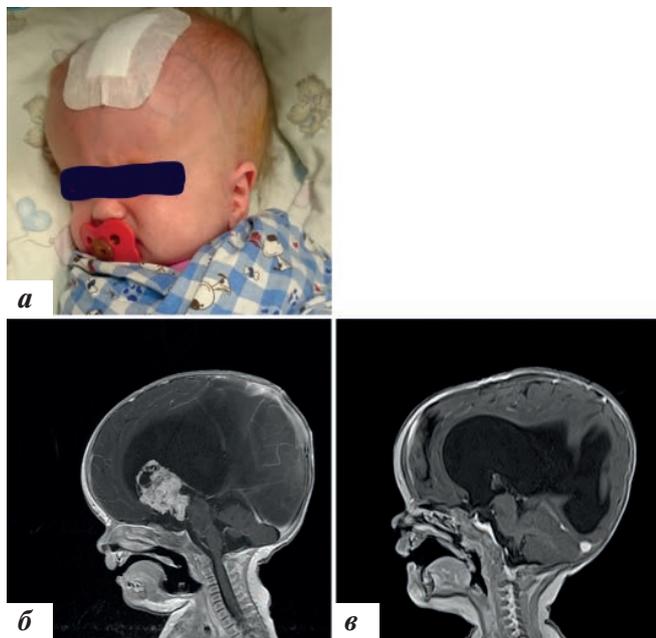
Фото и МРТ головного мозга мальчика 6 месяцев с врожденной атипичной папилломой сосудистого сплетения 3-го и левого бокового желудочка: а – фотография (макрокrania); б – до операции; в – через 3 мес после операции, практически полное удаление опухоли
